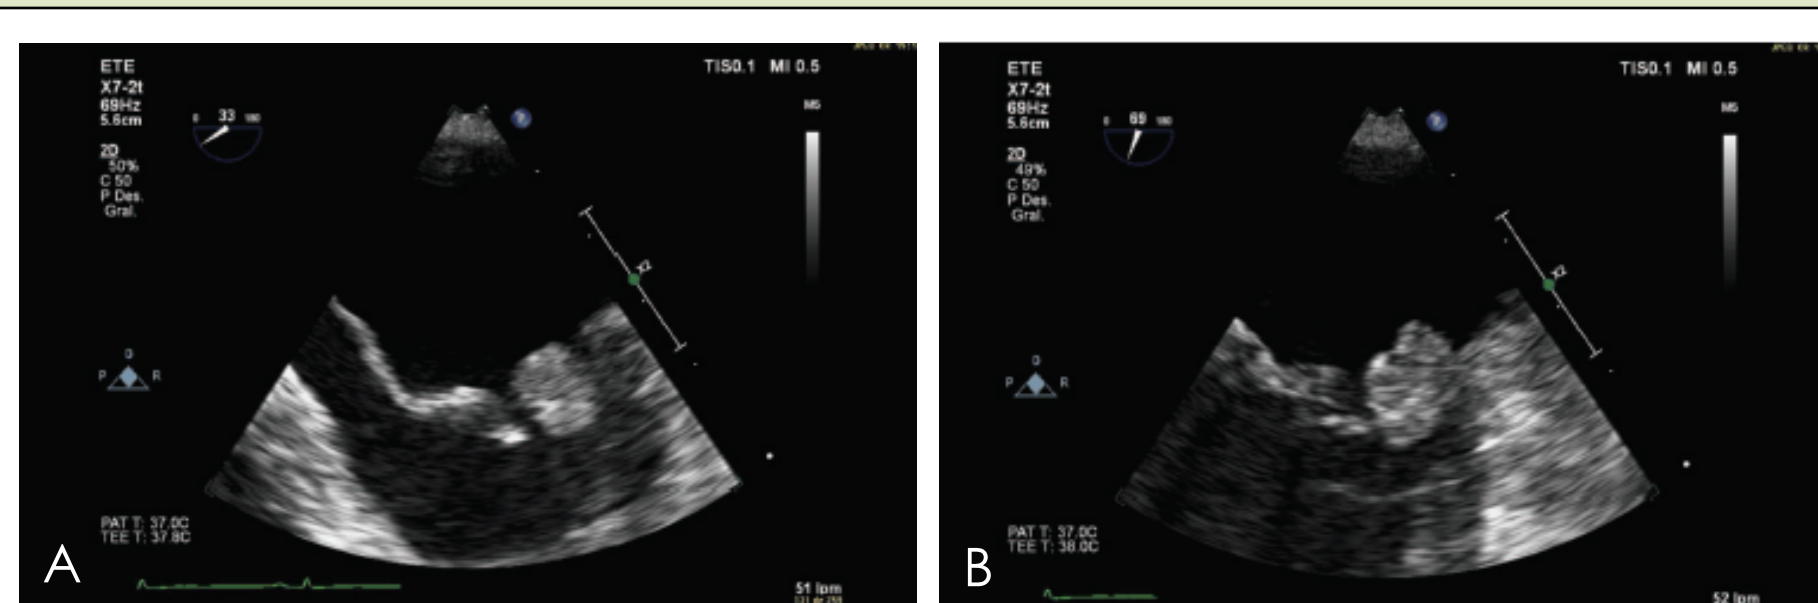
Ecocardiograma transesofágico: A: Masa en aurícula izquierda que protruye a través de la válvula mitral compatible con mixoma auricular. B: Masa poliglobular y heterogénea.
